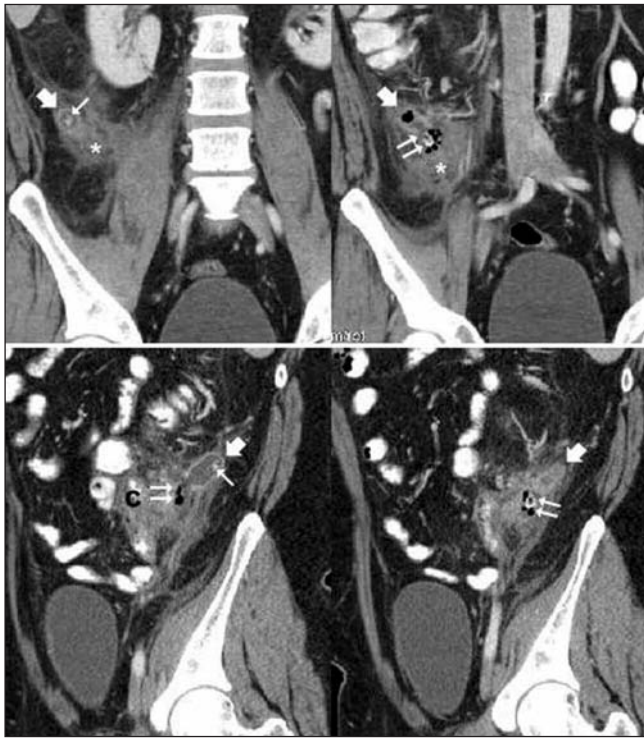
TAC. Reconstrucción multiplanar: estructura tubular dilatada de 3 cm de longitud (flecha), con appendicolito en su interior (flecha lineal). Se observa también, un appendicolito en localización extraluminal y burbujas de aire libre (doble flecha). Estos hallazgos sugerían el diagnóstico de apendicitis del muñón apendicular.
